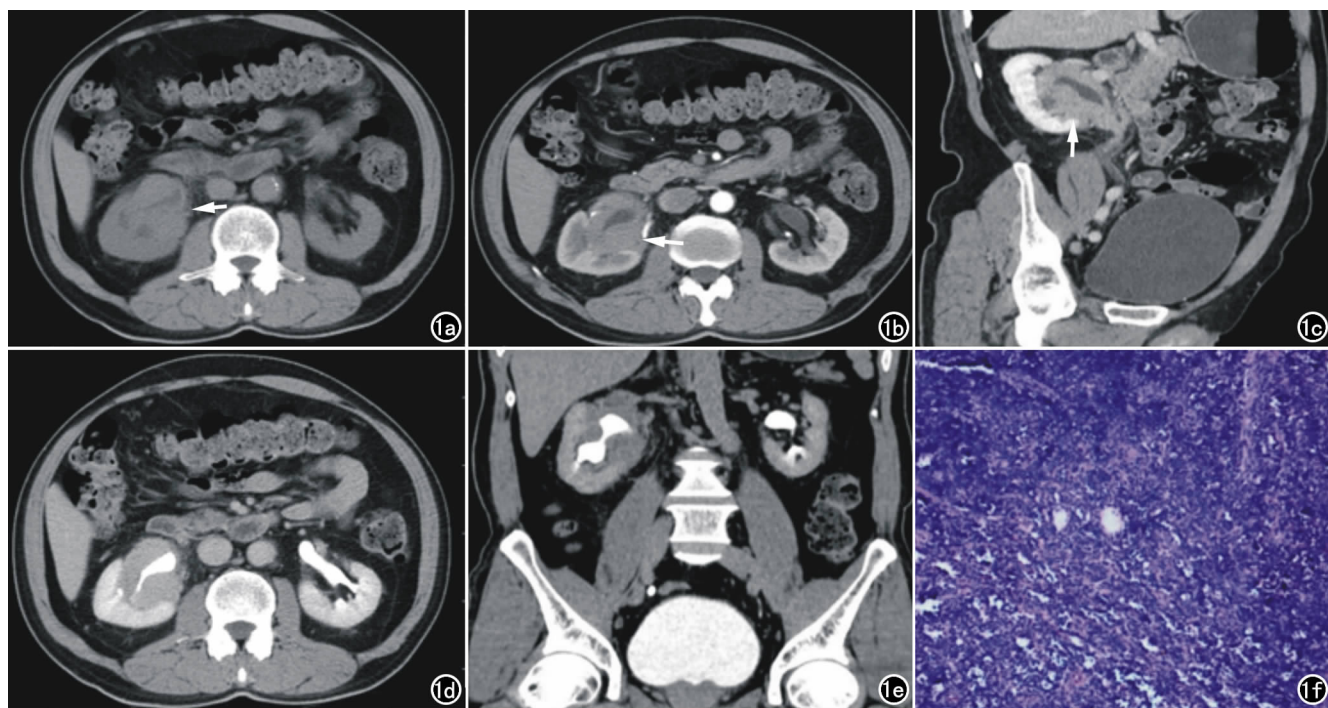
男, 64 岁, 术前未做相关实验室检查, 术后血 IgG4 值 8700 mg/L。a) CT 平扫横轴面示右侧肾盂壁增厚, 最厚处达 2.2 cm, 呈稍高密度软组织团块影(箭), 密度较均匀, CT 值约 41 HU, 肾盏受压推移; b) 皮质期, 病灶轻度均匀强化(箭), CT 值约 55 HU; c) 实质期矢状面示病灶进一步强化(箭), 峰值出现, CT 值约 84 HU, 病灶与实质分界清晰, 未见明显浸润; d、e) 为 CT 增强排泄期示肾盂内壁光滑, 对比剂排出顺畅; f) 镜下见大量淋巴细胞, 滤泡形成, 纤维组织增生(HE, $\times 40$)。
